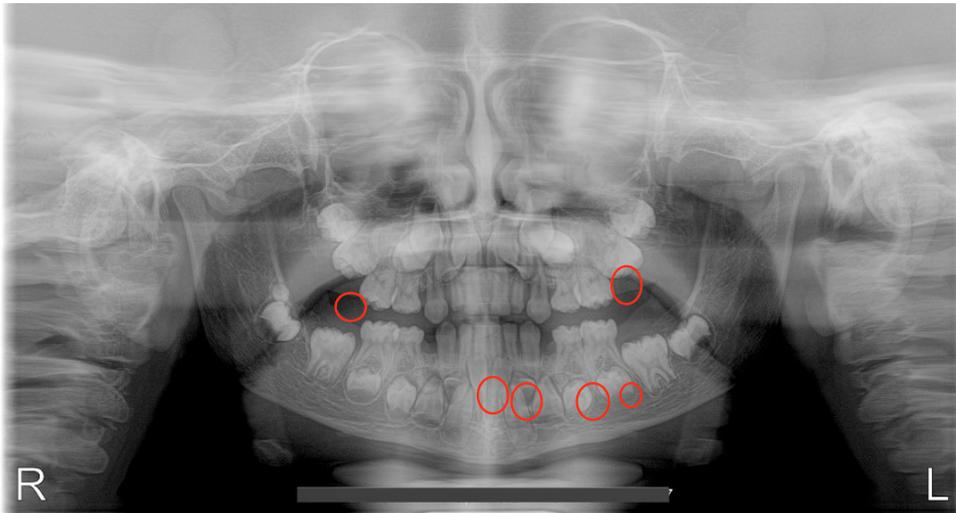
Radiografia panorâmica da paciente, em novembro de 2015, aos 8 anos de idade, que mostra o atraso na cronologia de erupção e a presença de dentes supranumerários.
